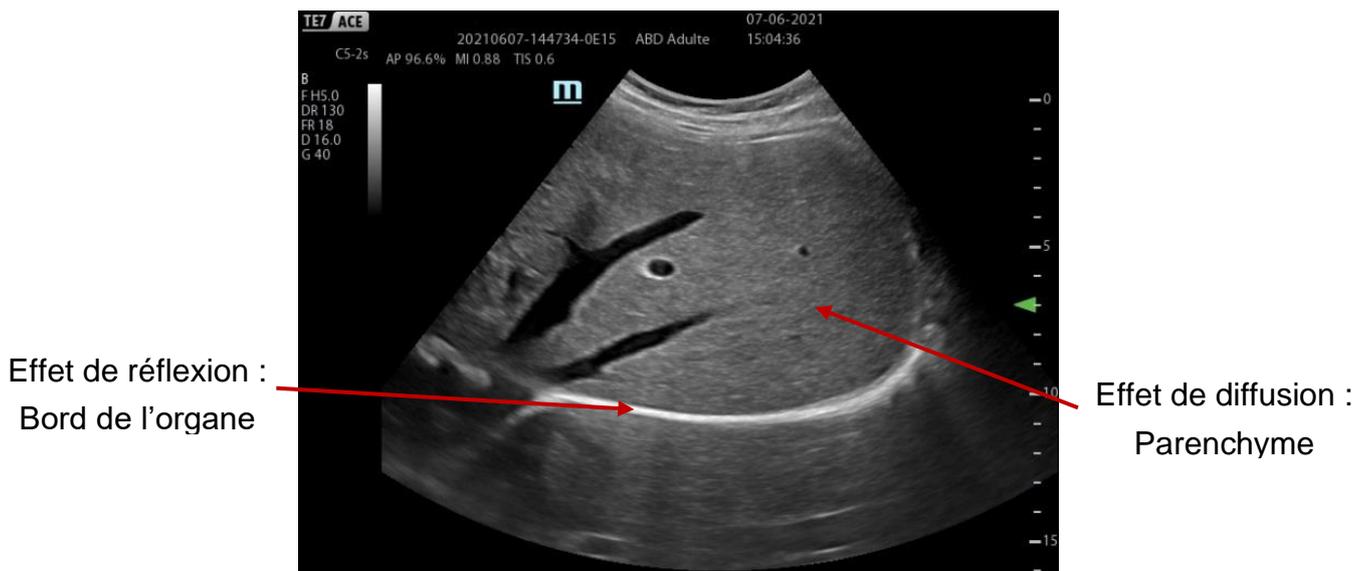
Phénomènes de réflexion et de diffusion sur une image échographique du foie
